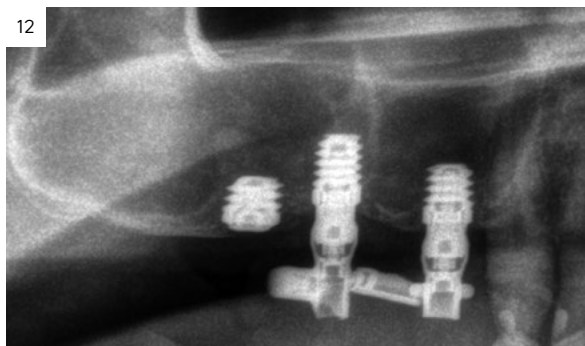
Radiografía post-operatoria tras la inserción del implante de 4,5 mm de longitud.
